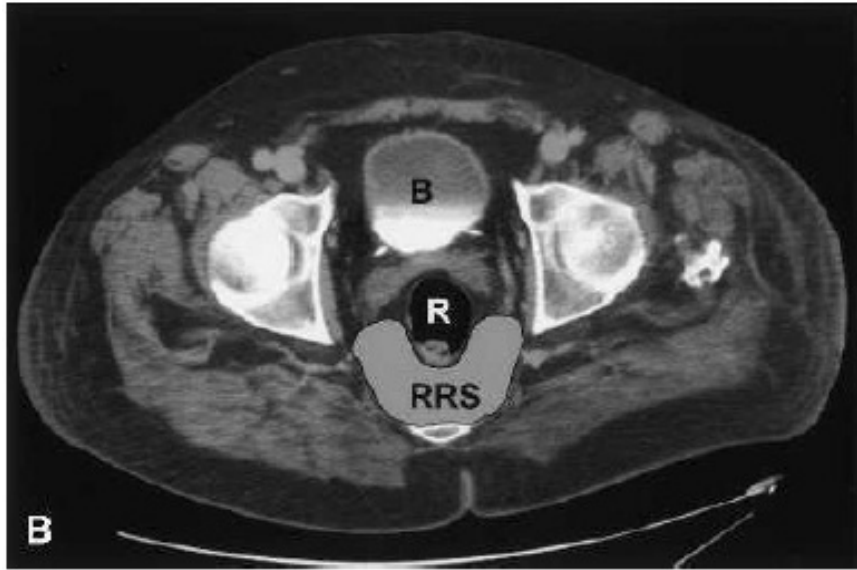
Coupe transversale tomographique montrant les limites de l'espace rétro-rectal RRS: R : Rectum B : Vessie [17]
